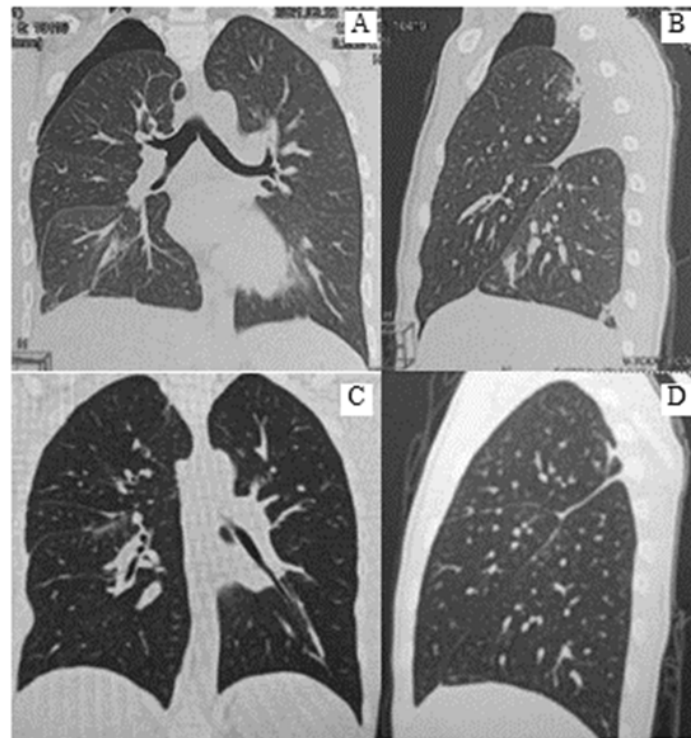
Pacientul C., 12 ani. CT efectuată a 8-a zi postoperator: semne imagistice sugestive pentru pneumotorax parțial apical, efuziune pleurală moderată pe dreapta. Modificări fibrotice apicale și în proiecția S9-S10 pe dreapta (A, B); C, D – CT efectuată la 36 de zile postoperator: reexpansiunea totală a lobului pulmonar superior pe dreapta, modificări fibroatelectatice subsegmentare în proiecția S2.
